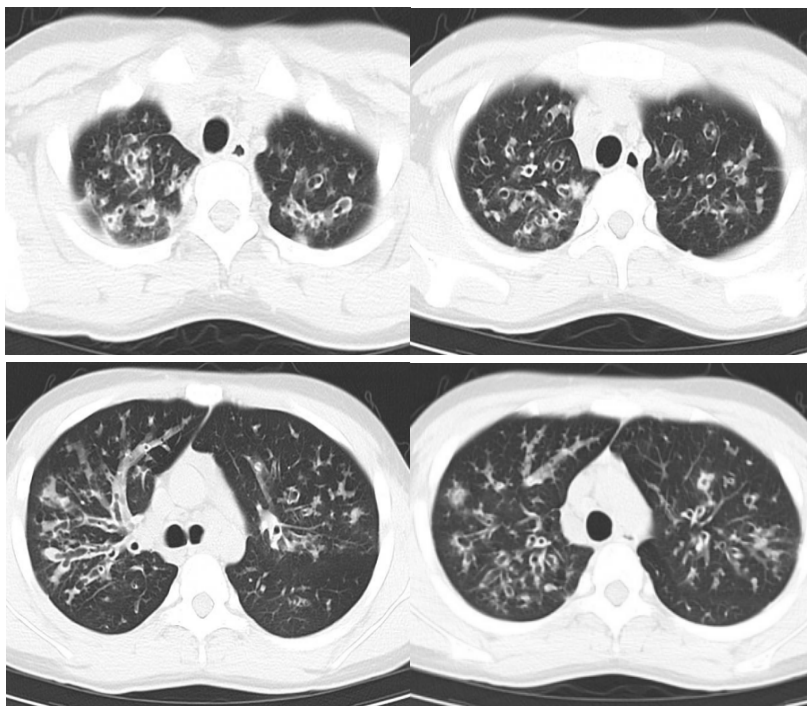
患者胸部CT：双肺多发支气管扩张并感染，伴多发支气管黏液栓，较前进展。新增右肺尖薄壁空洞，大小约23mm×14mm，内壁光整，未见液气平面。纵隔多发增大淋巴结，大者大小约23mm×16mm，部分较前稍增大。
